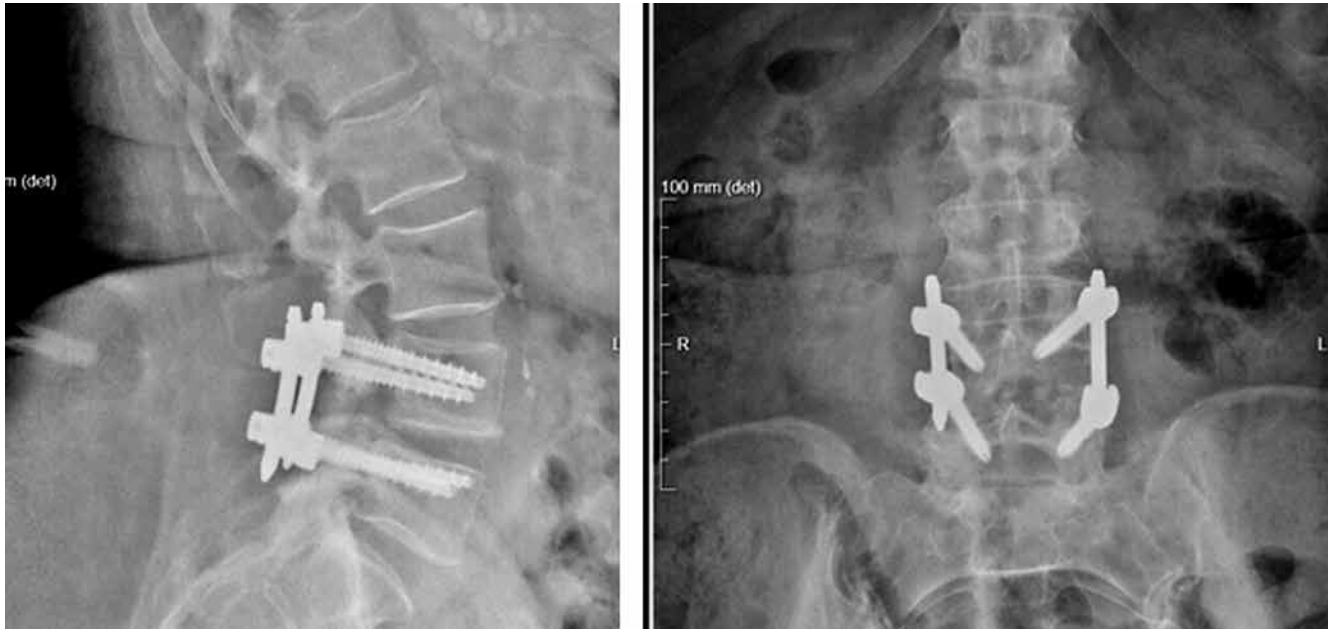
Postoperative X-Ray
